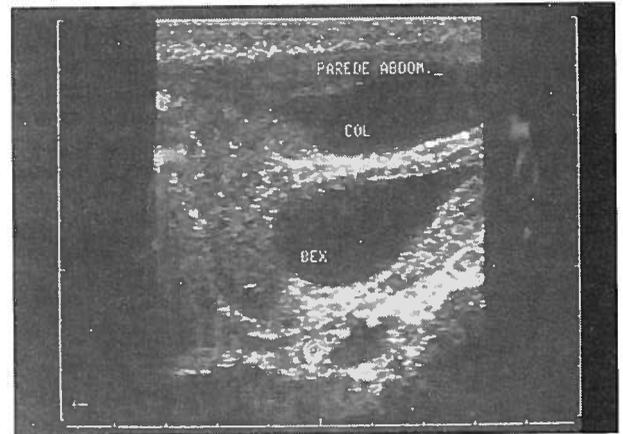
Ecografia abdomino-pélvica mostra colecção líquida no espaço pré-vesical
